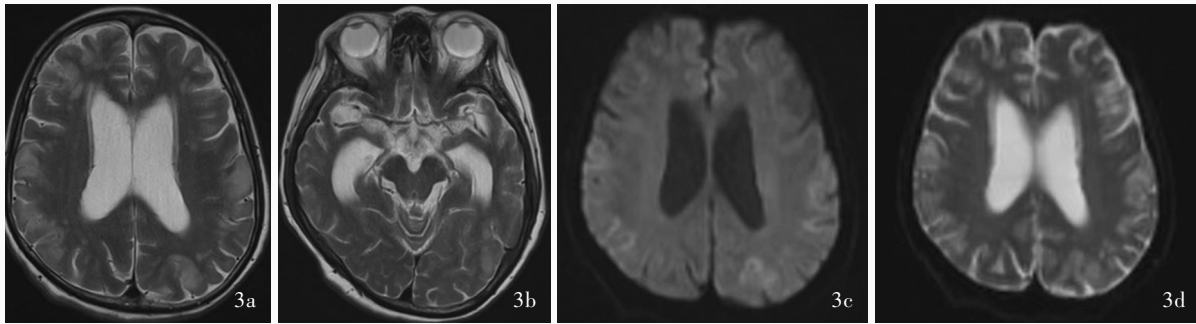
头部MRI检查所见 3a 横断面T<sub>2</sub>WI显示,双侧额顶叶多发异常高信号影,部分脑回肿胀,幕上脑室系统扩张 3b 横断面T<sub>2</sub>WI显示脑萎缩,以双侧颞叶、海马为著 3c 横断面DWI显示,双侧额顶叶病变呈略高信号 3d 横断面ADC显示,双侧额顶叶病变呈略高信号
